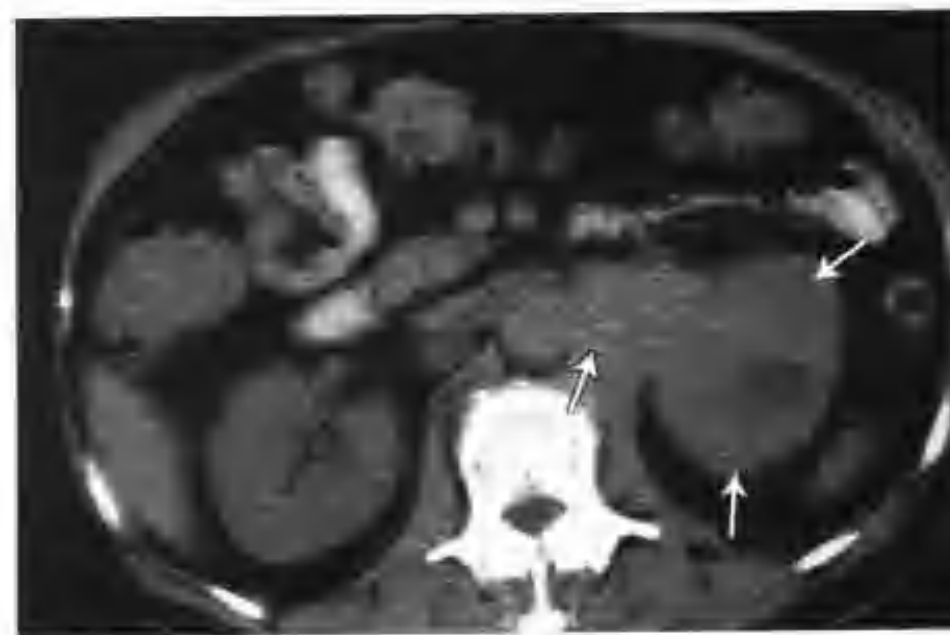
左肾移行细胞癌 (CT 平扫见左肾窦脂肪结构消失, 代之以等密度软组织肿块, CT 值 42HU, 肾周脂肪间隙欠清, 可见许多条索状影, 箭头示肾盂癌, 空心箭头示肾门、腹主动脉旁淋巴结转移)
